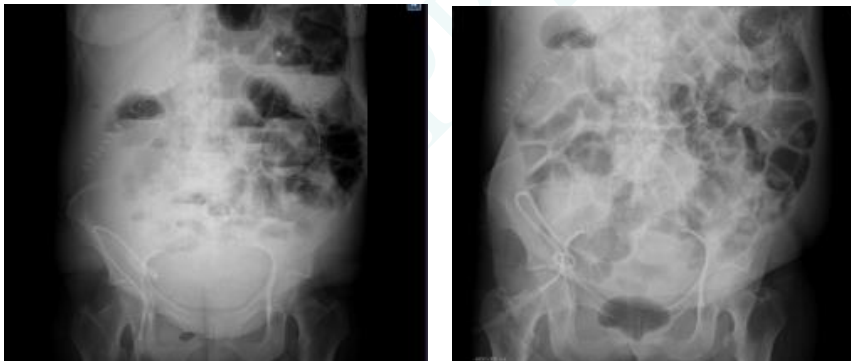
Radiografía de abdomen con niveles hidroaéreos sugestivos de obstrucción intestinal
